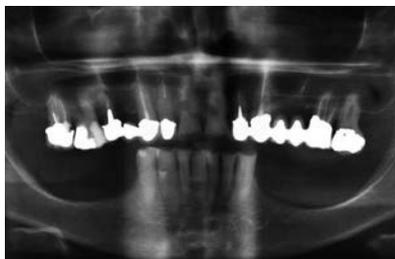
Präoperative Röntgenaufnahme mit Darstellung der ausgeprägten beidseitigen Knochenatrophie im posterioren Unterkiefer. In einer solchen Situation ist eine Versorgung mit Implantaten nicht möglich.
